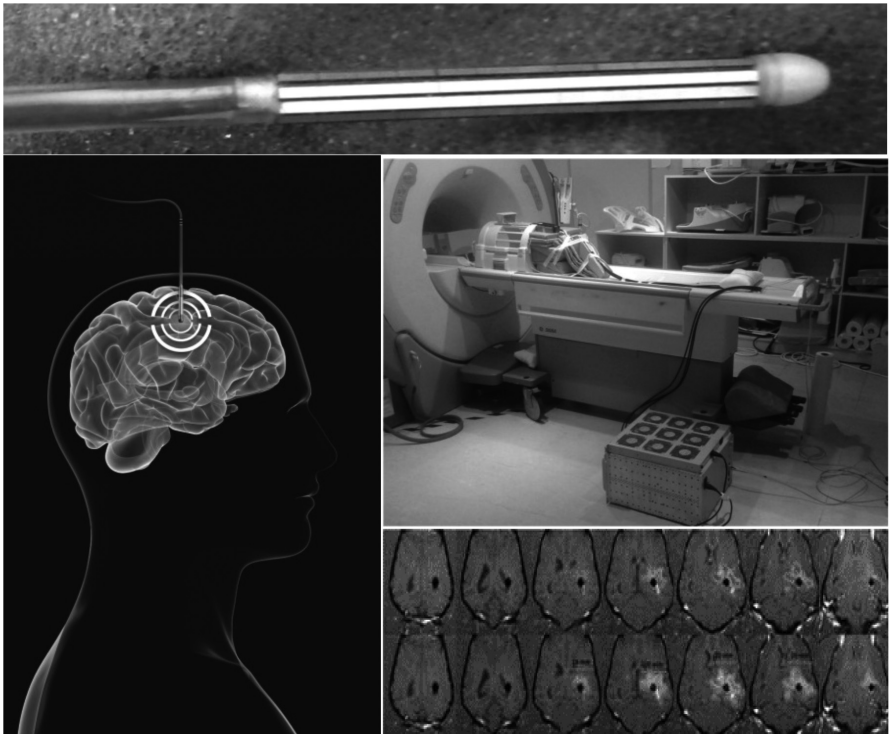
Sonde interstitielle cérébrale ultrasonore pour le traitement hyperthermique de tumeurs cérébrales sous contrôle IRM continu, sous anesthésie locale, en ambulatoire.
